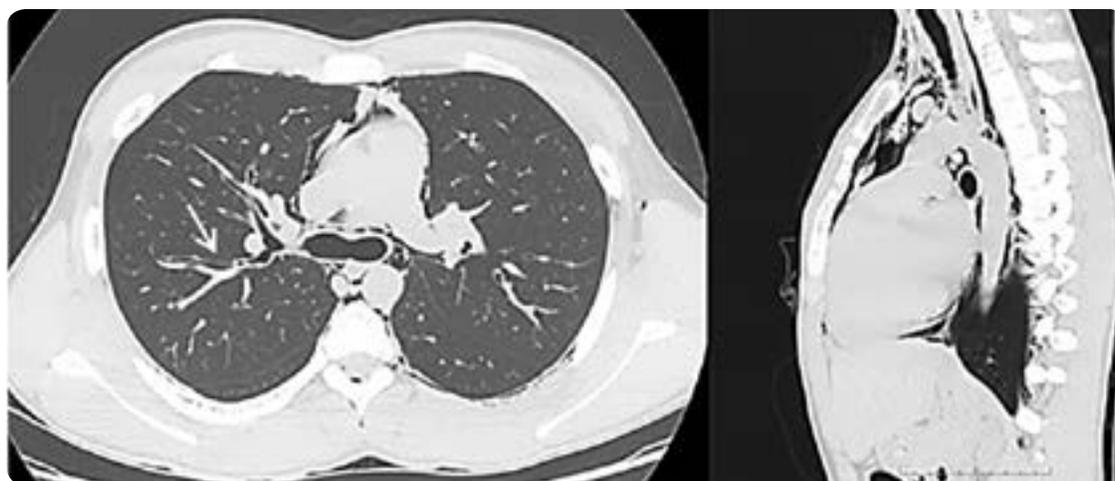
Paciente de 16 años con crisis asmática grave. Corte axial y sagital de TC de tórax: se identifica aire que diseca los espacios perivascular y peribronquial (efecto Macklin), el cual se extiende hacia el mediastino y afecta el espacio ácigo-esofágico, aorta descendente, vena ácigos, espacio prevertebral y paravertebral, así como el canal medular.
